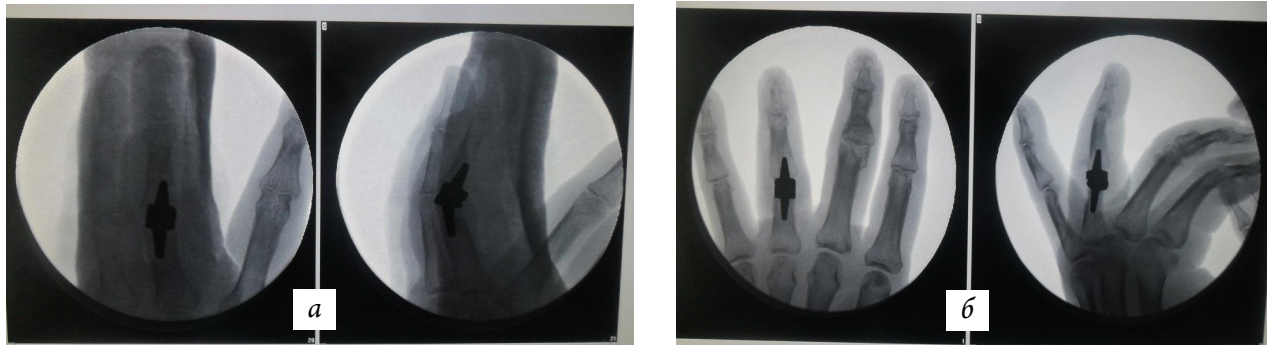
Контрольная рентгенография эндопротезированного проксимального межфалангового сустава III (а) и IV (б) пальцев
